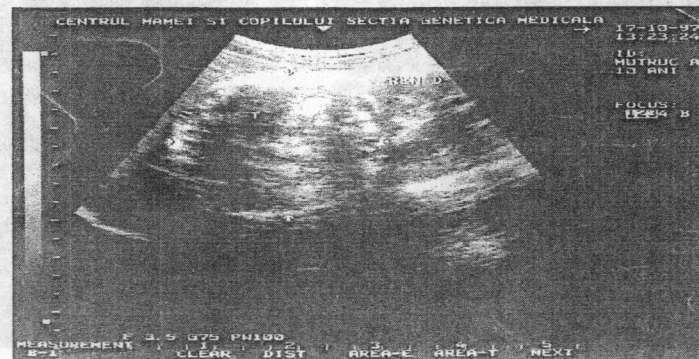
Ecografia sistemului urinar. Tumoră renală pe dreapta (caz clinic).
